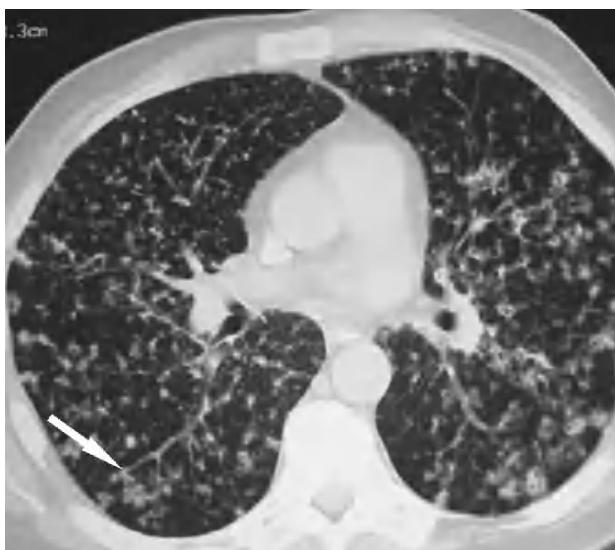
Tomografía computarizada de tórax. Imagen de árbol en brote (flechas): opacidades nodulares ramificadas en la periferia pulmonar que corresponden a bronquiolos terminales llenos de material, sugestivas de tuberculosis con diseminación endobronquial.
